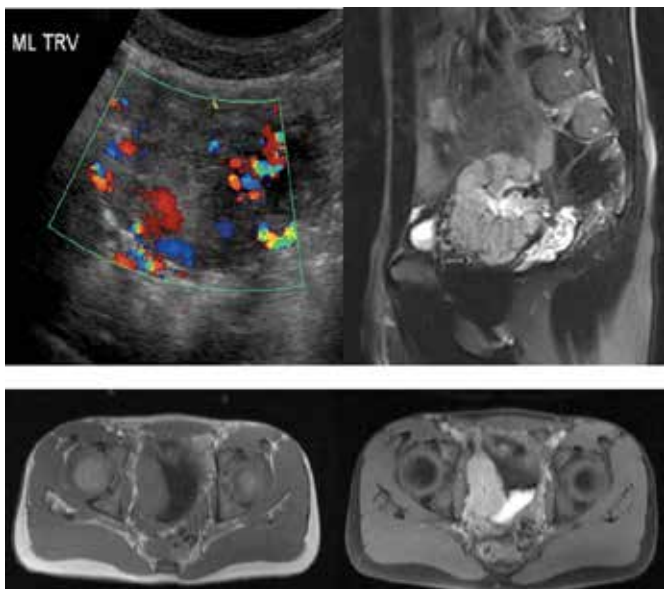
Achados de imagem em um menino de 15 anos com hipertensão secundária a paraganglioma de bexiga. (a) Imagem de US com Doppler colorido na linha média de uma bexiga urinária com repleção moderada mostra uma massa redonda de tecido mole na parede lateral direita da bexiga, com vascularização acentuada. (b) Imagem sagital de RM com saturação de gordura ponderada em T2 mostra um vaso tortuoso levando para a lesão. (c, d) Axial sem contraste (c) e gordura saturada com contraste (d) Imagens de RM ponderadas em T1 obtidas no nível da bexiga urinária mostram hiperssinal da lesão da parede da bexiga.⁴
